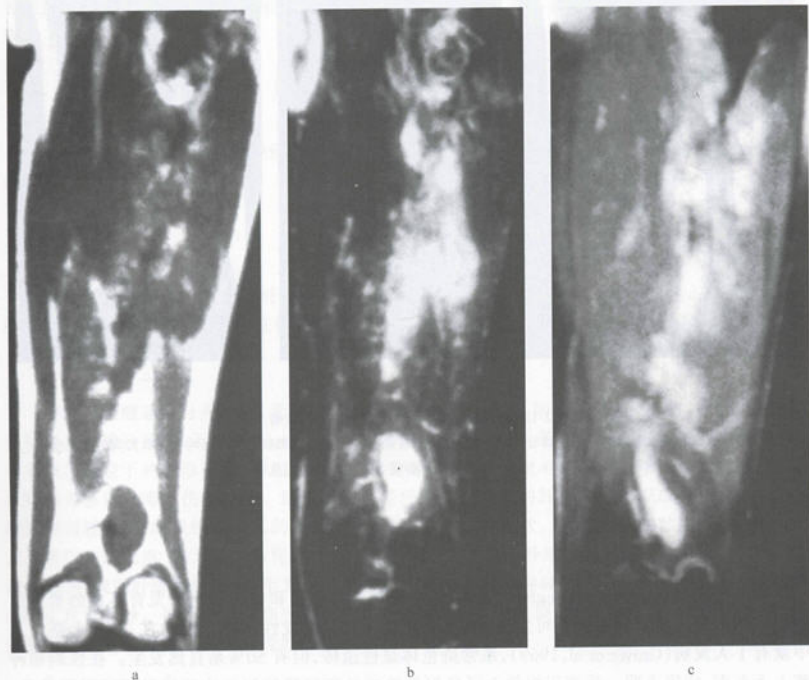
大腿软组织多发性神经纤维瘤 MRI
